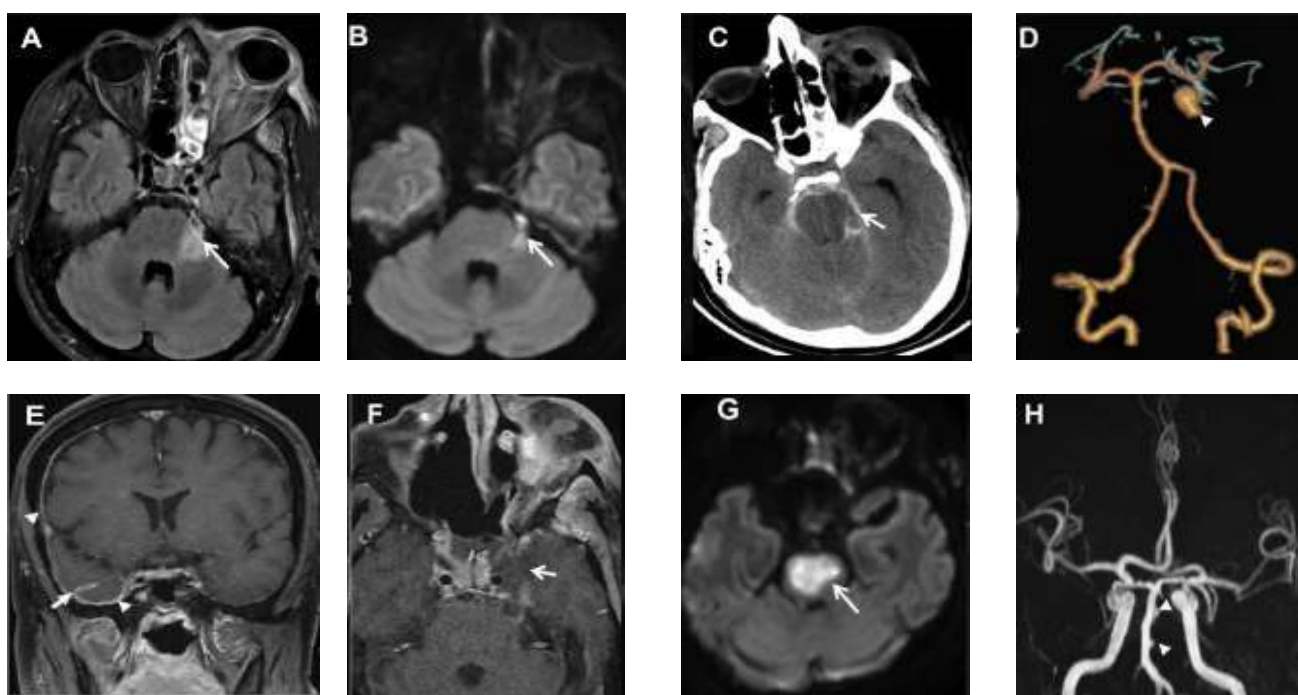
Top row: Key imaging features of complicated stage 3 disease in a 36-year-old man, having recovered from coronavirus disease 2020 (COVID-19) 22 days previously. He was treated and discharged from hospital with moderate COVID-19 pneumonia and computed tomography (CT) severity score of 10 of 25. He had functional endoscopic sinus surgery and orbital exenteration, following which he was doing well for 3 days and on day 4 was found in altered sensorium and succumbed to the illness next day. (AeB) Axial fluid-attenuated inversion recovery and axial diffusion-weighted imaging (DWI) shows thickening of the cisternal portion of left trigeminal nerve and bright signal on DWI (arrows). Note the extensive involvement of left orbit. (C) Axial noncontrast CT shows acute subarachnoid hemorrhage in the basal cisterns (arrow) with early hydrocephalus. (D) CT angiogram volume-rendered image showing large saccular mycotic aneurysm arising from the left superior cerebellar artery (arrowhead). Bottom row: Key imaging features of complicated stage 3 disease in a 46-year-old man, recovered from COVID-19 7 days previously and presented with holocranial headache, left hemi-facial pain, and stuttering right hemiparesis progressing to a locked-in state in next 12 hours. He succumbed to illness the following day. He was initially treated and discharged from the hospital with moderate COVID-19 pneumonia and CT severity score of 14 of 25. (E) Postcontrast T1-weighted (TW1) coronal fat-suppressed postcontrast images showing right-sided pachymeningeal (arrowheads) and leptomeningeal contrast enhancement (arrow). (F) Postcontrast T1W axial fat-suppressed image showing asymmetrical enlargement of left cavernous sinus with poor contrast enhancement (arrows) and thickened cisternal segment of left trigeminal nerve (arrowhead). (G) Axial DWI shows a large pontine acute ischemic infarct (arrow). (H) Coronal time-of-flight magnetic resonance angiography image shows multiple irregular outpouchings from the basilar arterial trunk (arrowheads).
